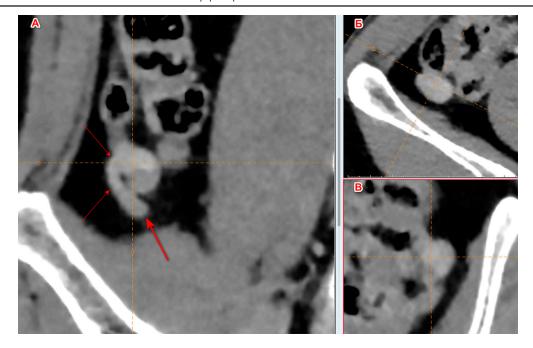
Компьютерная томография, мультипланарная реконструкция, артериальная фаза контрастирования: А – кософронтальная проекция, Б – аксиальная проекция, В – боковая (сагиттальная) проекция. Тонкие стрелки – опухоль аппендикса, толстая стрелка – неизмененный аппендикс
